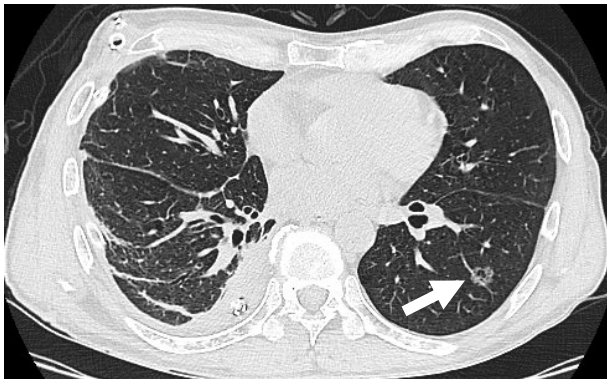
One week after treatment for right acute empyema, HRCT showed a ground-glass nodule with a small cyst in left S⁹ (arrow).
